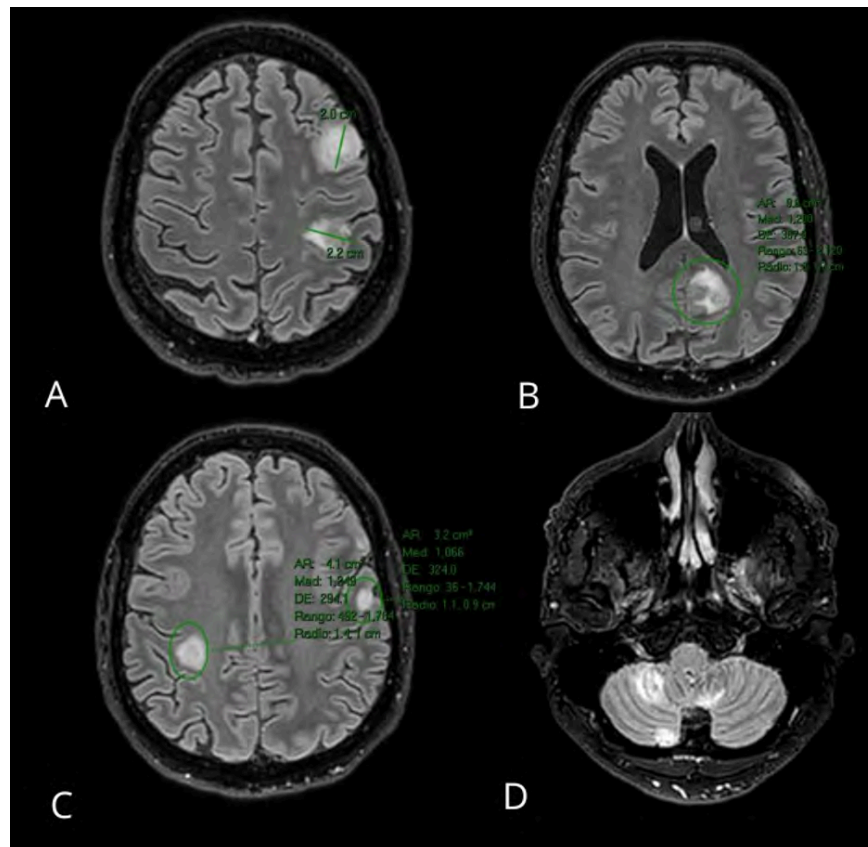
Resonancia magnética al ingreso. (A) (B) (C) La secuencia FLAIR en plano axial de la RM realizada al ingreso muestra en ambos hemisferios cerebrales múltiples lesiones con edema periférico significativo, las más grandes localizadas en la región parietal superior izquierda, midiendo 19 y 21 mm, así como una lesión de 20 mm en la región parietal izquierda. (D) Incluyendo las lesiones cerebelosas, todas demuestran realce intrínseco y periférico tras la administración de contraste y muestran relación con regiones vasculares, lo que coincide con una fase temprana de cerebritis en la formación de abscesos.
